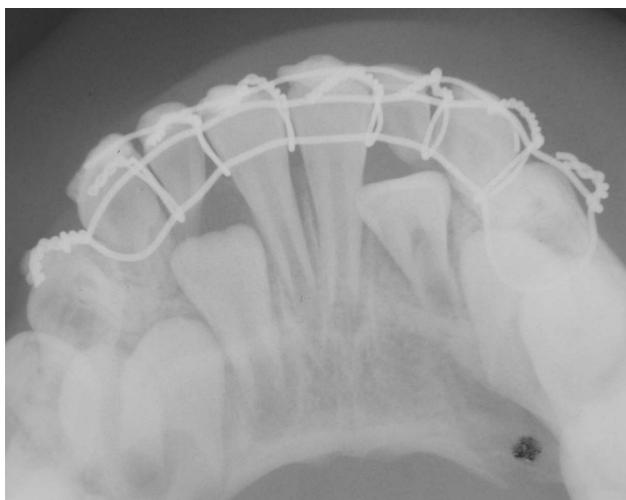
La radiografía oclusal corrobora el resultado clínico; el rasgo de fractura es levemente visible.
